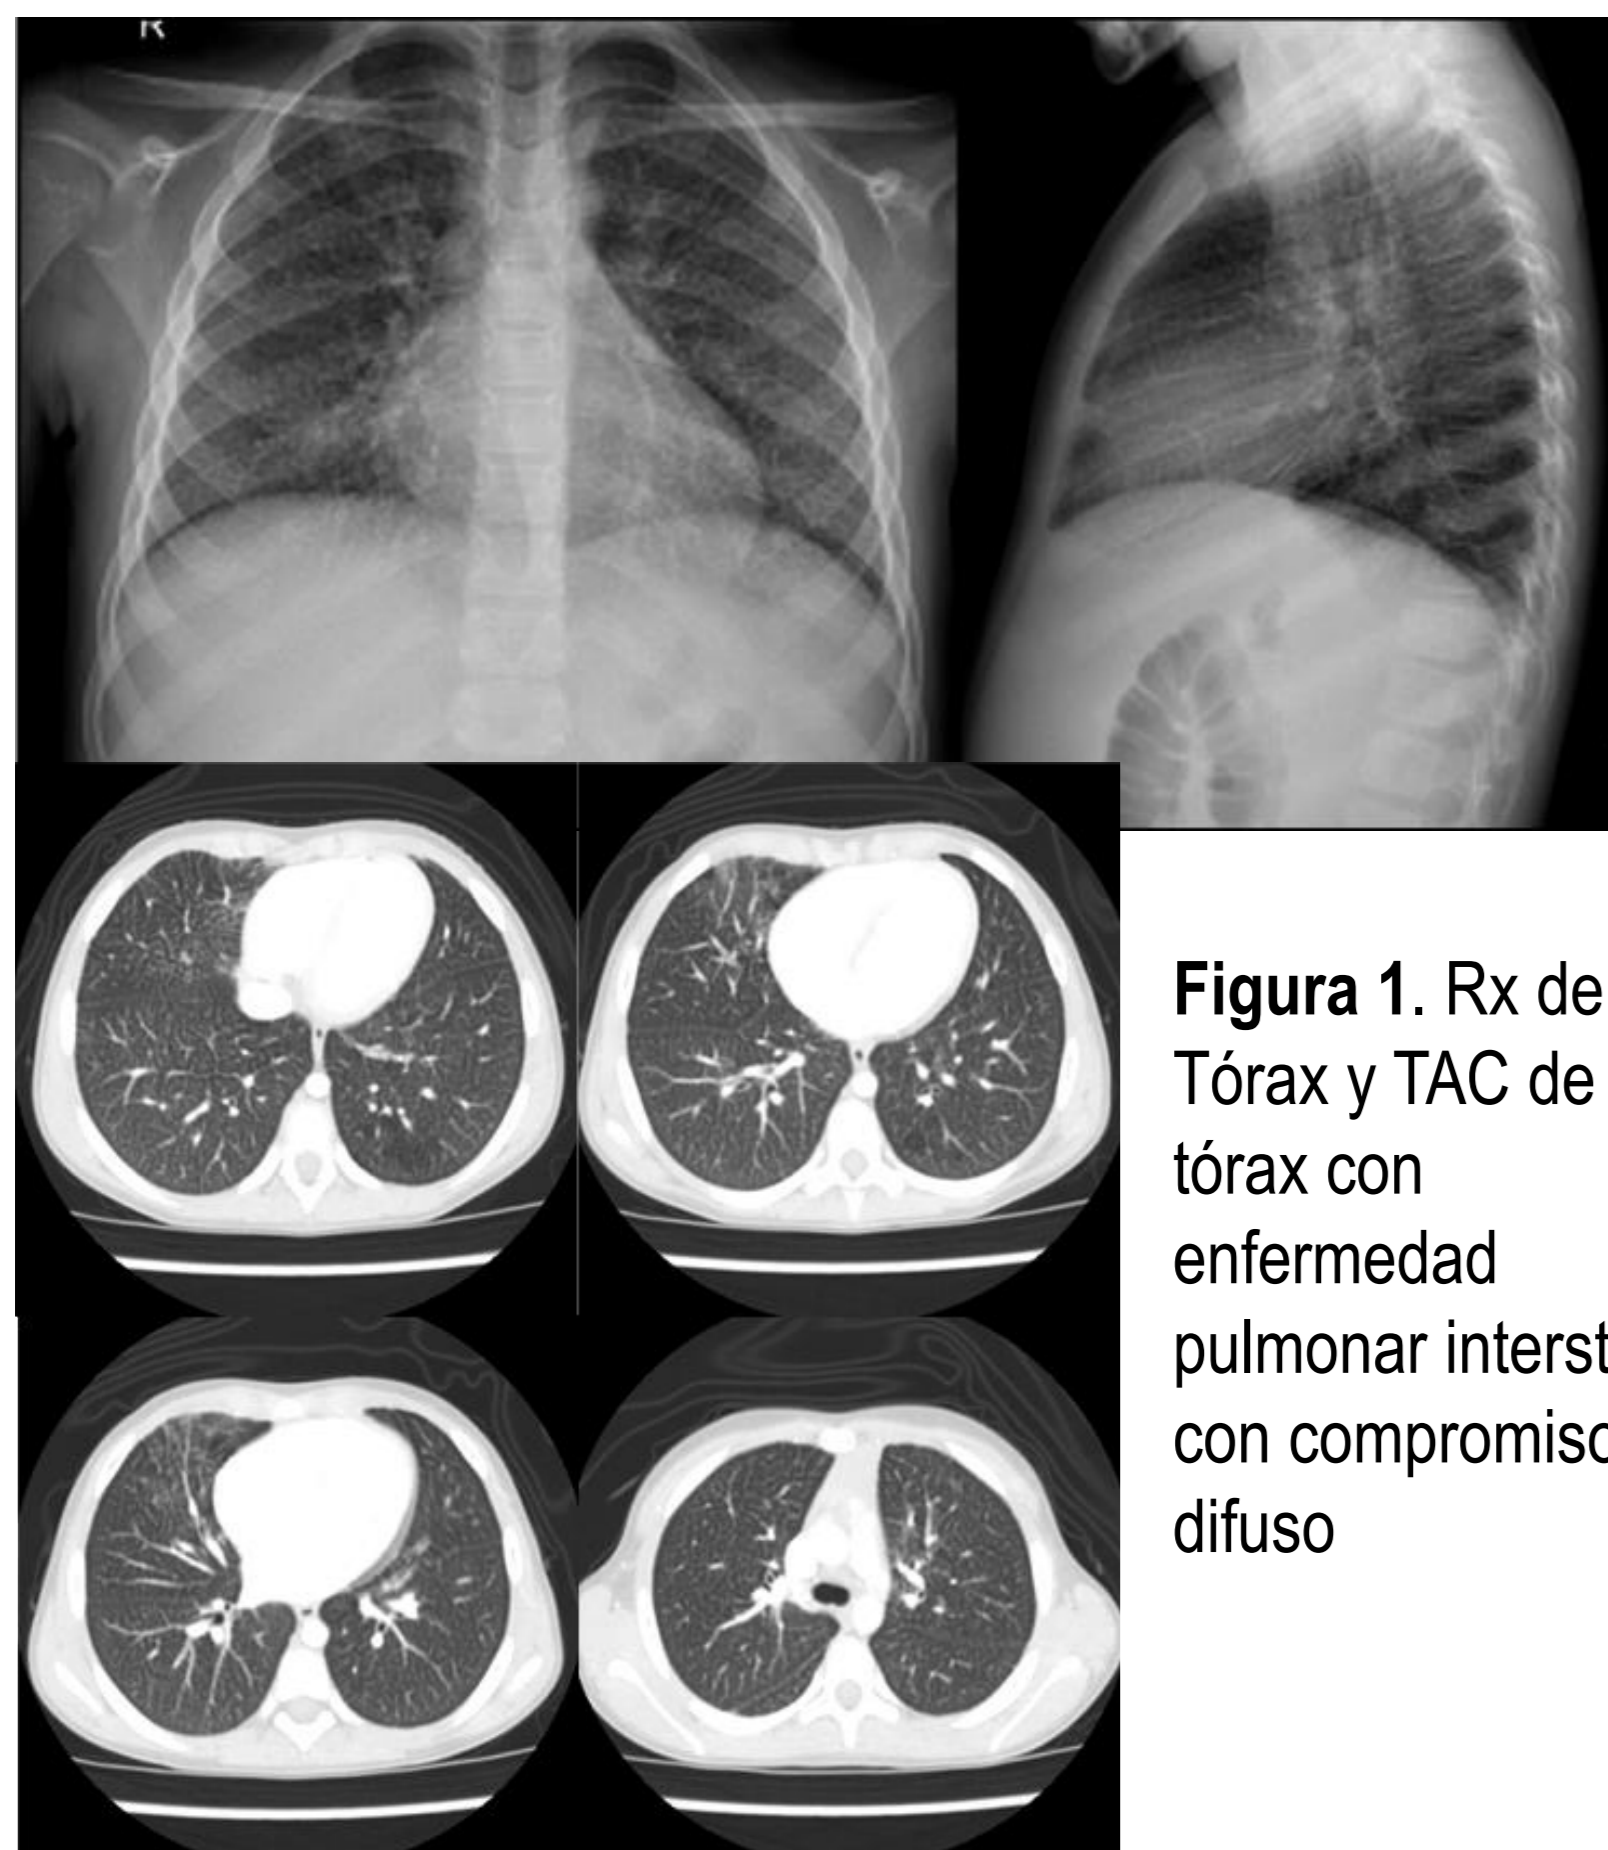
Rx de Tórax y TAC de tórax con enfermedad pulmonar intersticial con compromiso difuso
